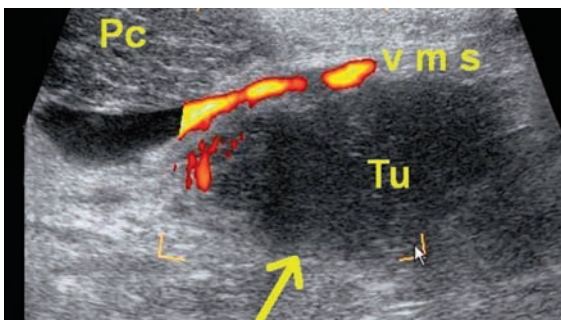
USG – kolorowy doppler. Rak trzustki. Guz średnicy 3 cm (T2), intymnie związany z okolicą splotu krezkowo-wrotnego
